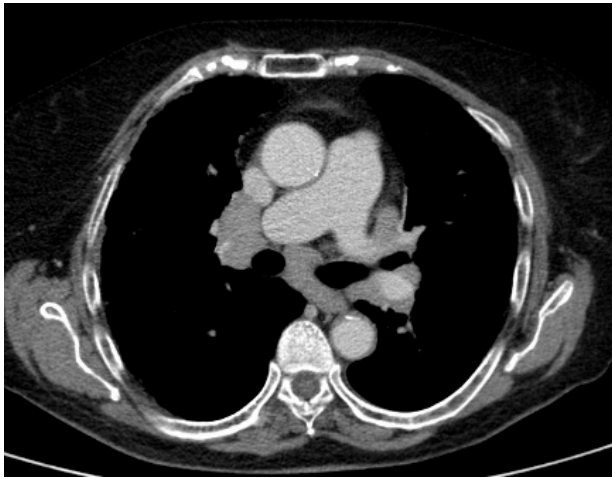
TC de tórax con contraste con ventana mediastínica mostrando las prominentes adenopatías hiliares bilaterales y adenopatías mediastínicas subcarinales.
